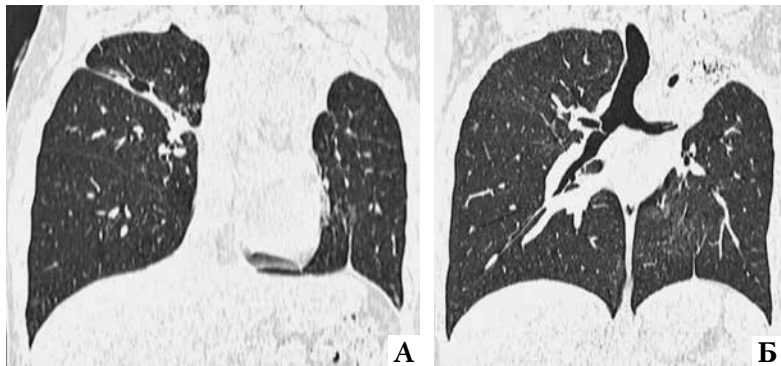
Больная В. Контрольное КТ ОГК от 05.08.2022 г. А – каверна в правом легком с положительной динамикой, верхняя доля левого легкого в ателектазе; Б – в дыхательных путях находятся два ЭК в ВДБ справа и в ВДБ слева
